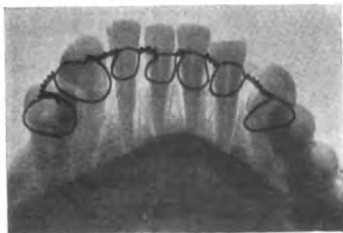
Ligatur nach Cieszyński im Röntgenbild.
